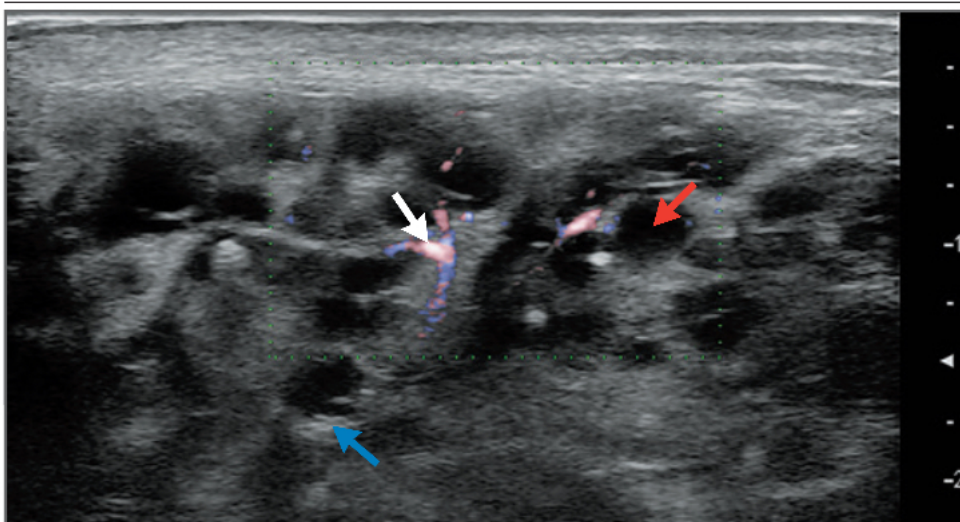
Ultrasonography of a Parotid Gland in a Patient with Primary Sjögren's Syndrome.
